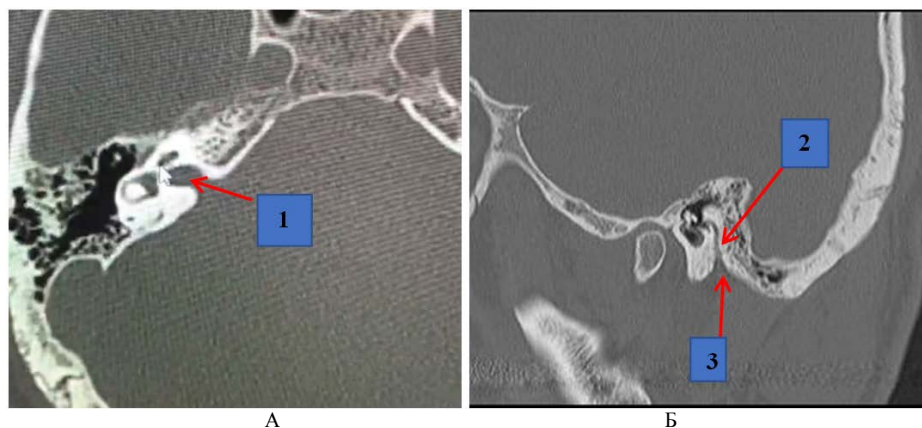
Компьютерная томограмма аксиальной проекции пациента 58 лет (А) и компьютерная томограмма сагитальной проекции пациента 46 лет (Б). 1 – лабиринтный сегмент лицевого канала; 2 – сосцевидный сегмент лицевого канала; 3 – шилососцевидное отверстие
